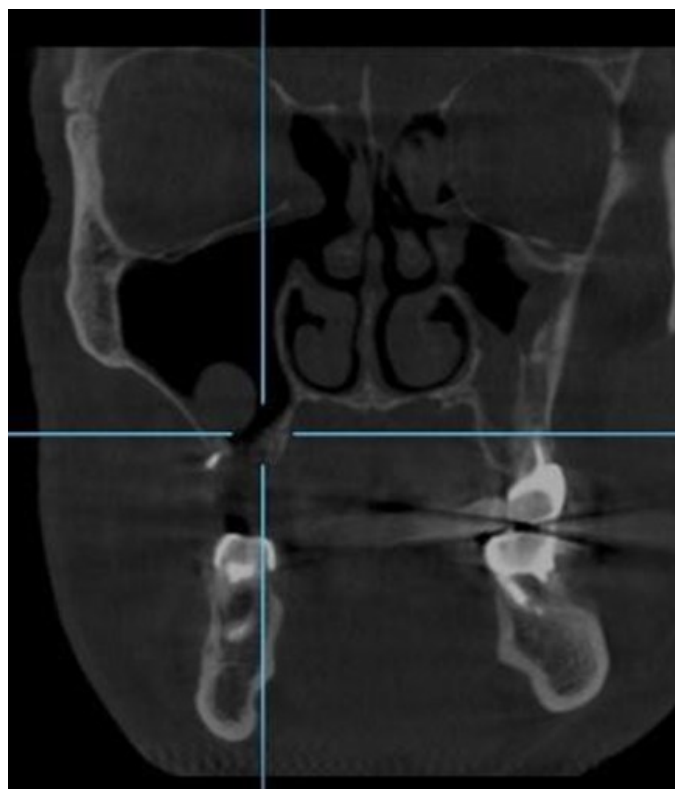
КТ контроль ВЧП, спустя 3 месяца после оперативного вмешательства
